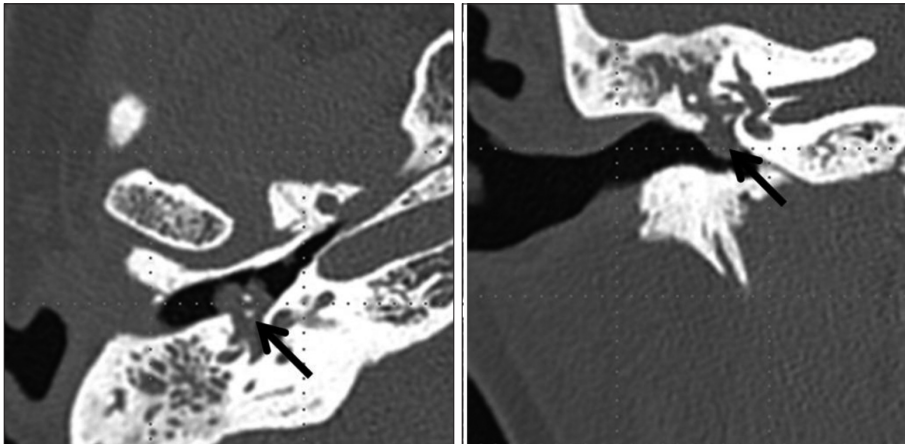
Preoperative temporal bone CT scan shows a soft tissue density in right middle ear cavity and mastoid cells (Black arrow indicates the middle ear mass).
